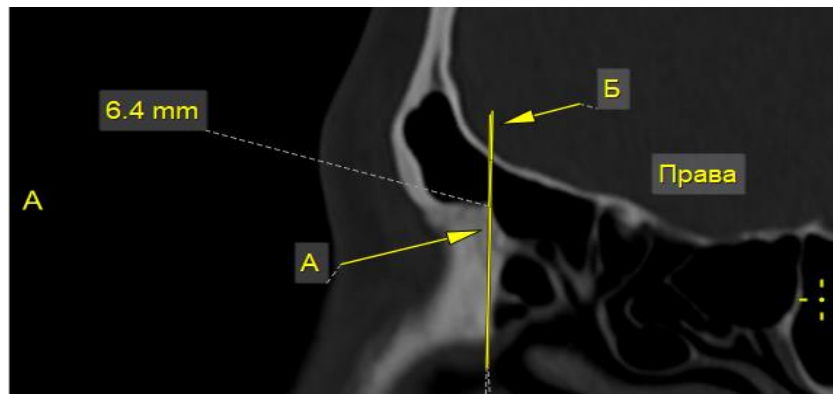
НЛС правої лобової пазухи з нейтральною оцінкою (Комп'ютерна томограма чоловіка 22 р.).
